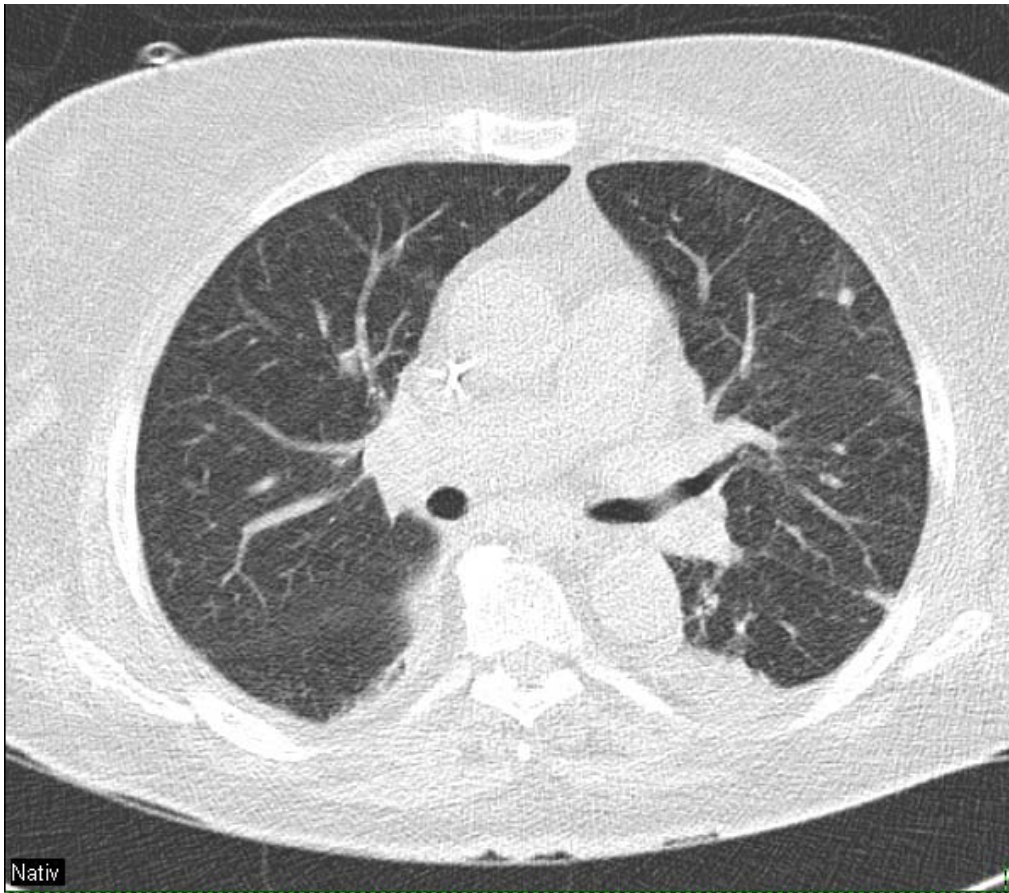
Ultra-Niedrig-Dosis-CT: Atemartefakte (identischer Patient wie in Abb. 35)
